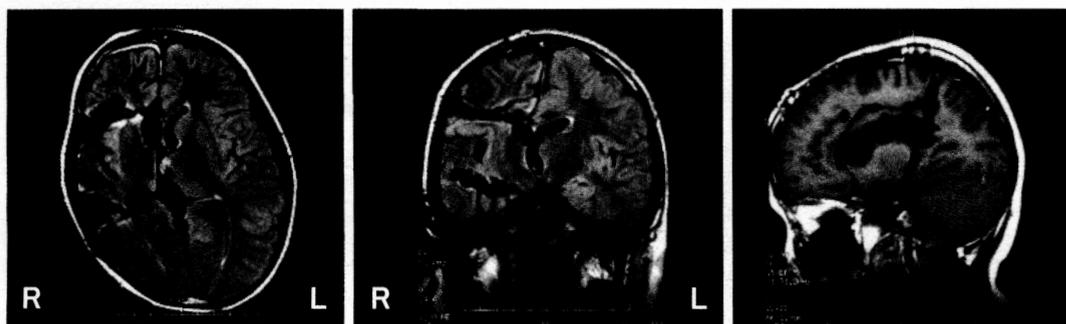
頭部MRI FLAIR画像。epilepsia partialis continua 発症9か月後に、右大脳半球の機能的半球離断術が行われた。
